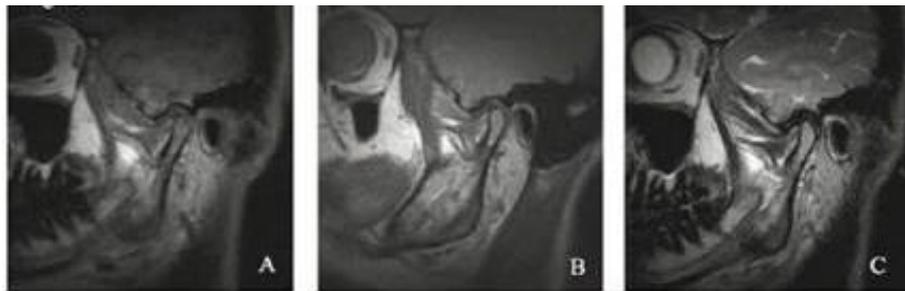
Ejemplos de vista sagital de la ATM a boca cerrada con resonancia magnética. A) Imagen ponderada en T1 (tiempo que tarda la magnetización longitudinal en recuperarse), B) Imagen ponderada en difusión protónica, C) Imagen ponderada en T2 (tiempo que tarda perder la magnetización transversal).²⁵
